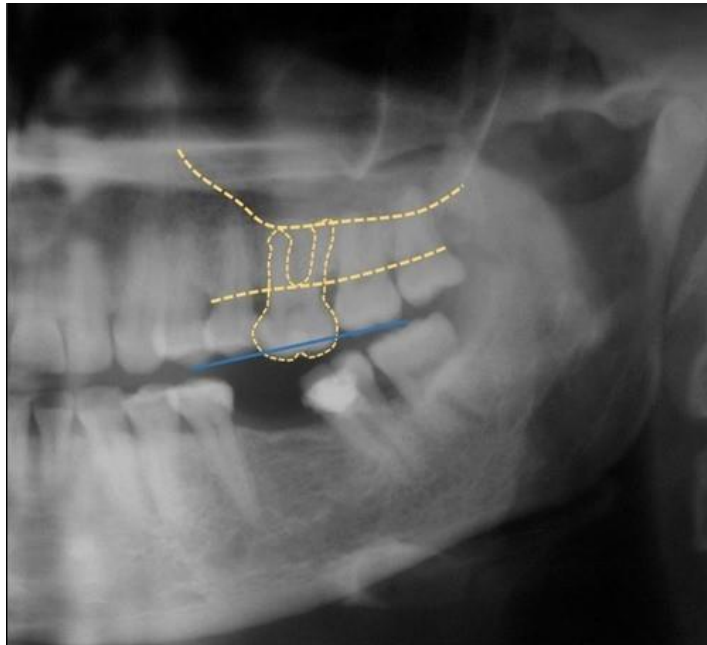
Рентгенологическое обследование пациента Ф. Зубоальвеолярное выдвижение 2.6 в сторону отсутствующего зуба антагониста нижней челюсти 3.6
